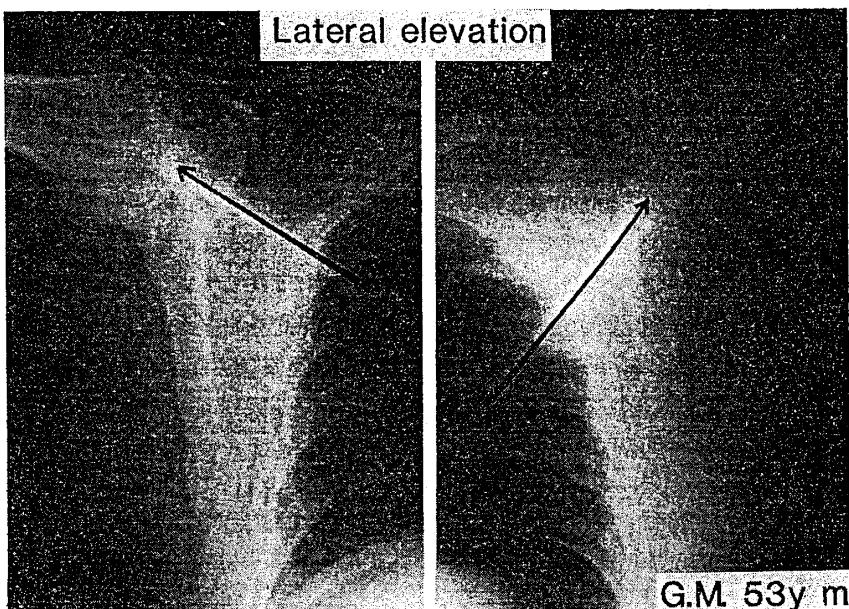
症例 1. 両側肩関節の最大自動外転位正面X線像。
